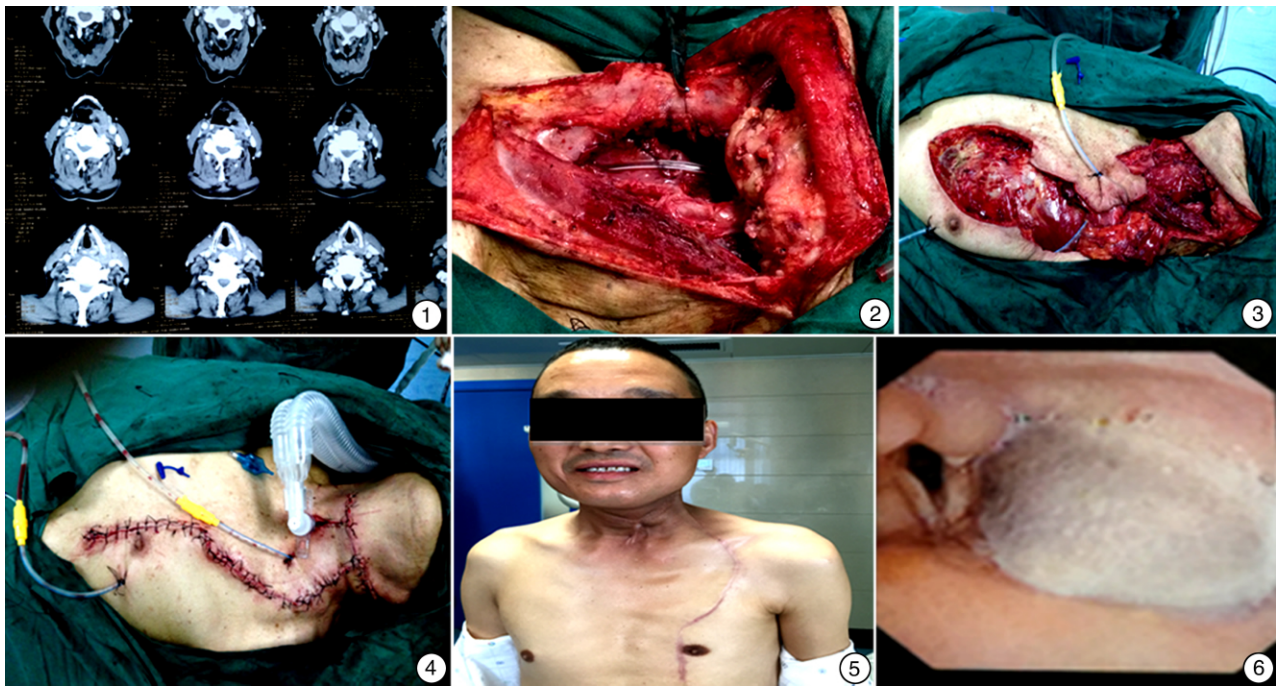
术前 CT 显示下咽癌位于梨状窝; 图 2 下咽癌保喉术后缺损; 图 3 胸大肌肌皮瓣修复下咽癌缺损; 图 4 术后修复缝合情况; 图 5 术后 2 年恢复情况; 图 6 胸大肌肌皮瓣修复保留喉功能下咽缺损情况
